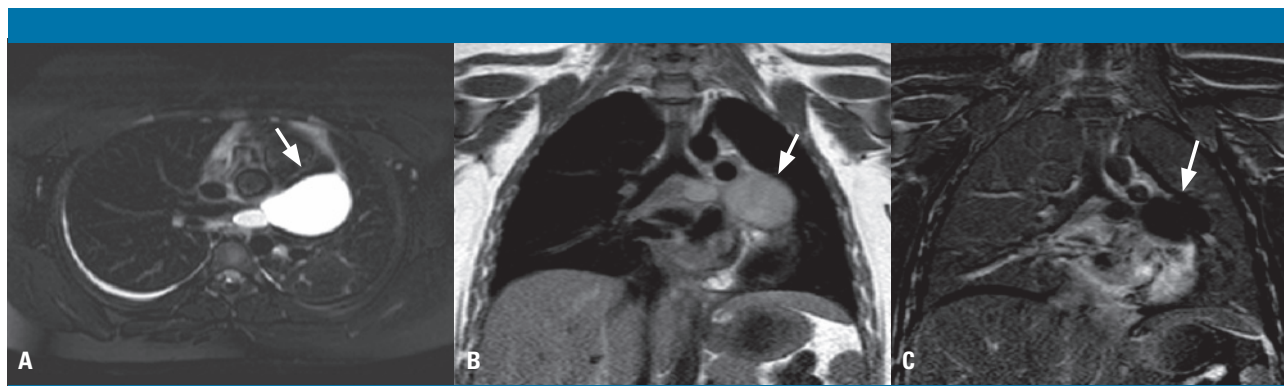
Estudio de resonancia magnética con secuencias: A) axial TSE T2, con supresión grasa; B) coronal SE T1, y C) coronal poscontraste con sustracción. La lesión presenta una morfología bilobulada y un tamaño de $7,4 \times 3,4 \times 4$ cm, de localización subcarinal y entre el ventrículo izquierdo y la arteria pulmonar izquierda. Presenta un contenido homogéneo muy hiperintenso en T2 y discretamente hiperintenso con respecto al músculo cardíaco en T1, sin realce tras la administración de gadolinio y compatible con un quiste con posible contenido mucinoso
